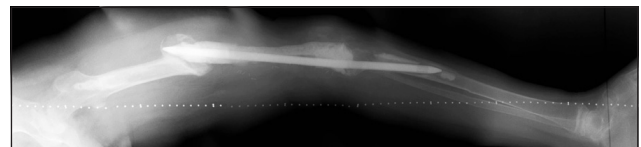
Рентгенограма лівої нижньої кінцівки пацієнта Д., 14 р. Післярезекційний дефект нижньої третини лівої стегнової кістки після видалення ендопротеза та заміщення металевцементним спейсером
